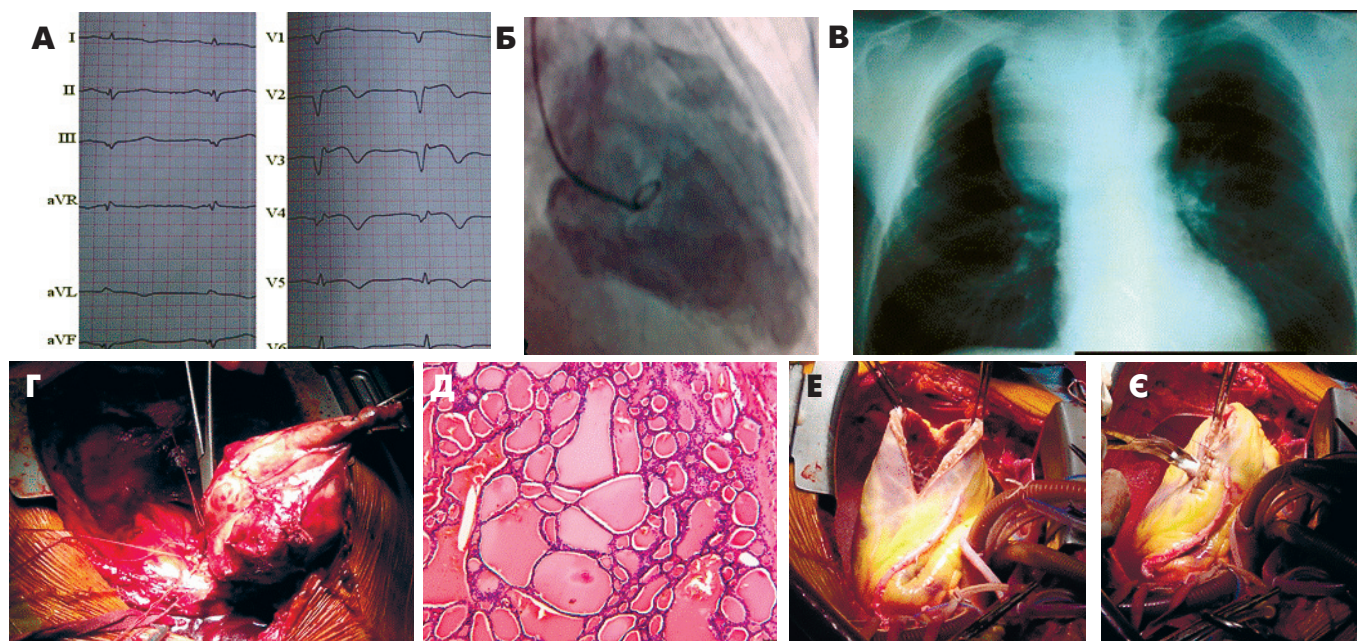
Дані пацієнта 3., 56 років. А – ЕКГ-ознаки тромбованої аневризми ЛШ; Б – аневризма ЛШ за даними вентрикулографії; В – рентгенографія органів грудної клітки із загруднинним зобом (у прямій проекції); Г – гемітиреоїдектомія; Д – гістологічне дослідження; забарвлення гематоксиліном-еозином (мікроскопічні ознаки великофолікулярної аденоми щитоподібної залози з вогнищами клітинної проліферації залозистого епітелію, з утворенням сосочкових гіллястих структур, без ознак злоякісного росту); Е – резекція аневризми ЛШ з тромбектомією; Є – пластика ЛШ.
